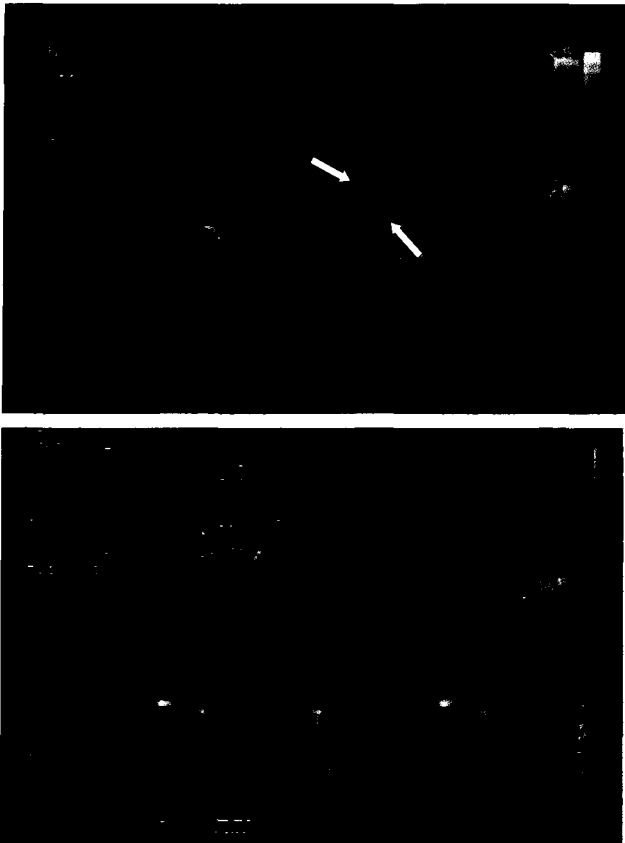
Initial transesophageal echocardiography shows the thrombus around the prosthetic valve(arrows) and restricted motion of leaflets(2-a), and increased transvalvular pressure gradient(34mmHg)(2-b).
